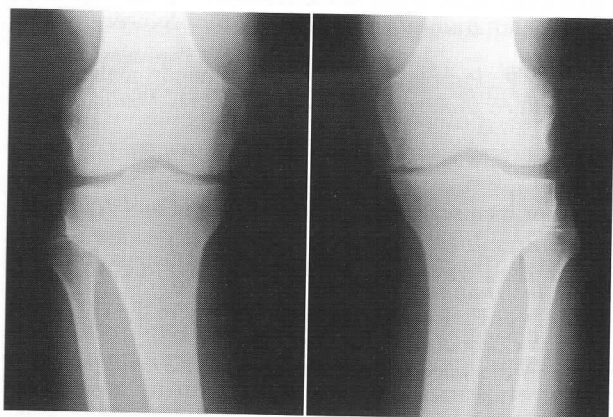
D.A. S. 25 anni M. Preo-op.: Professionista; Post-op.: Professionista. Lesione corno posteriore menisco interno e condromalacia condilo femorale interno ginocchio sinistro. Meniscectomia interna: Febbraio 1978. Intervallo trauma-intervento: 7 anni. Radiografia dopo 20 anni dall'intervento.
